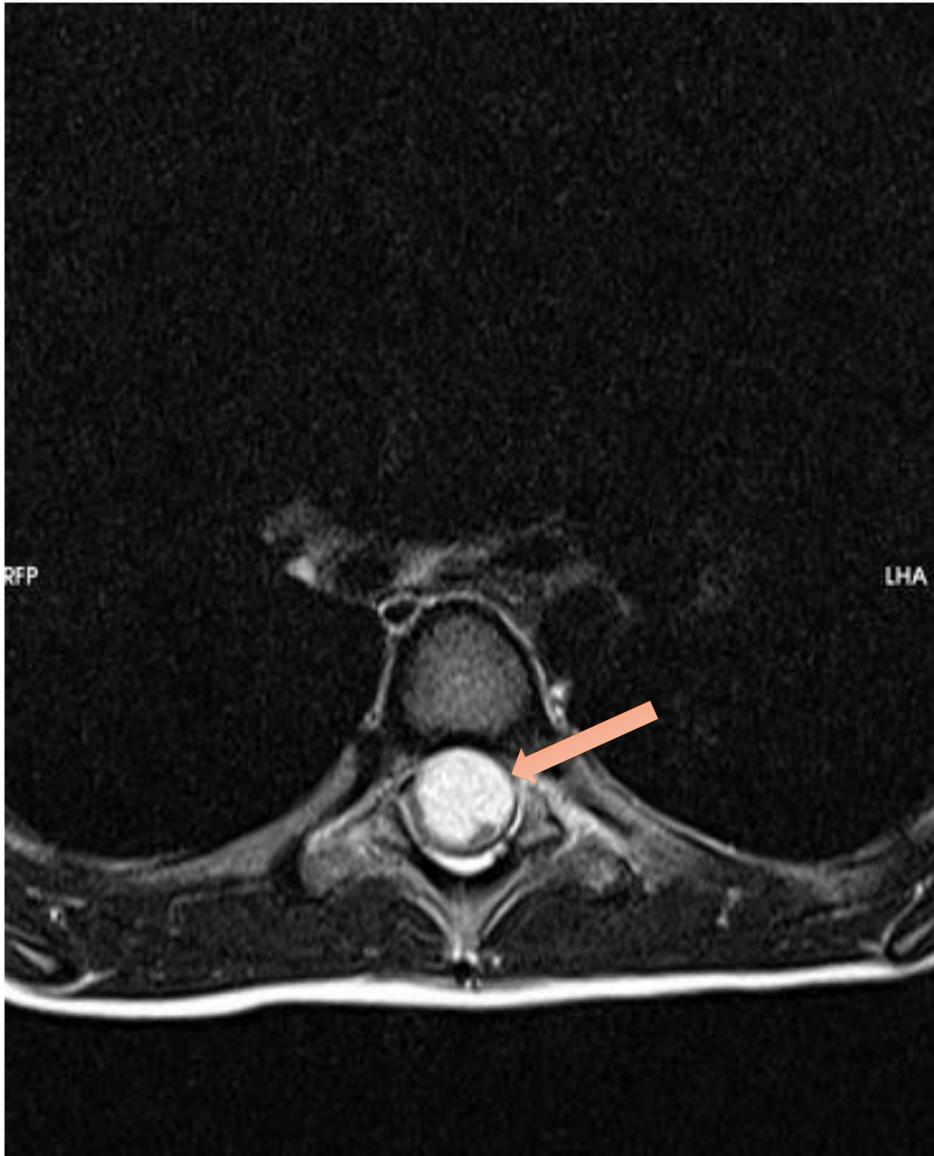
Imagen de RM potenciada en T2 en plano axial. Masa homogénea e hiperintensa a nivel troncular.
